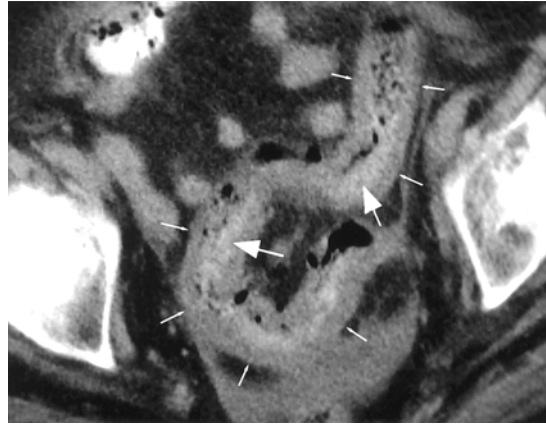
Mezenterik venöz infarktli hastanın kontrastlı BT görüntüsünde ince barsakta duvar kalınlığı artımı (oklar) duvarda total kontrastlanma yokluğu ve belirgin mezenterik yağlı dokuda ödem ve asit (yıldız) izlenmekte. Polisitemia veralı olguda intramural mezenterik venlerin distal kısımlarında trombozlar bağlı kontrastlanma yokluğu (ok başları) görülmekte.
